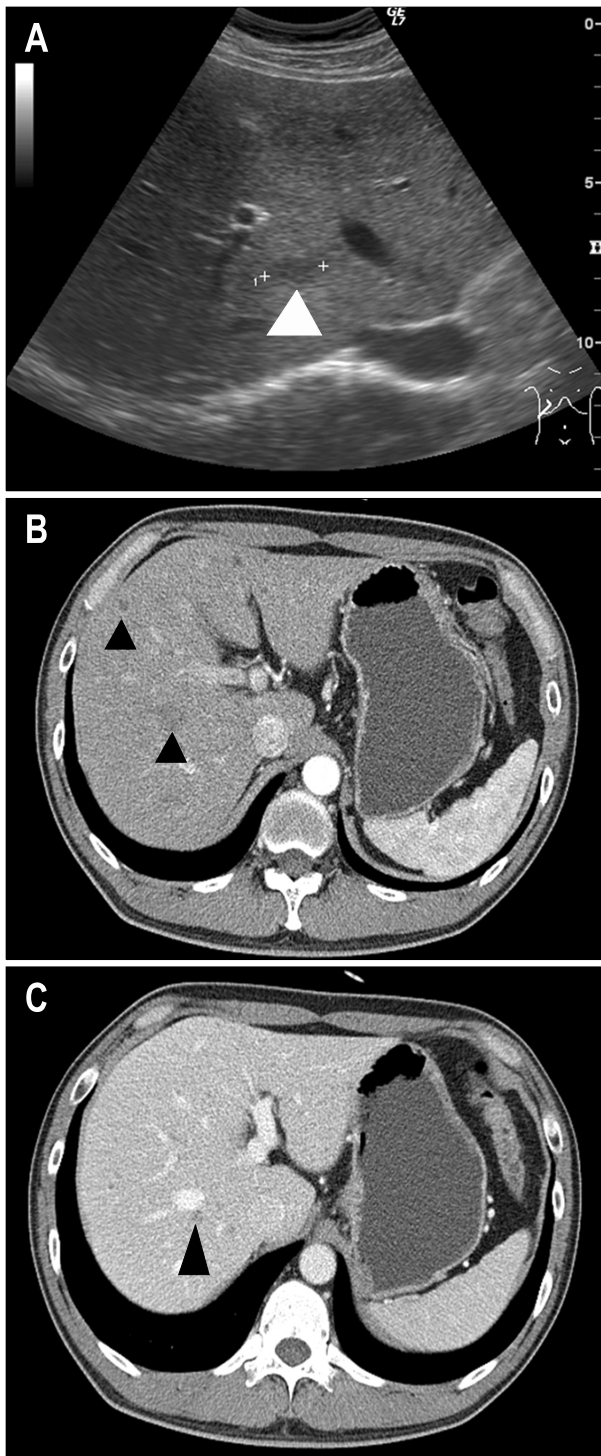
Liver ultrasonography showed 0.6×1.8 cm sized hypoechoic lesion at S7, which suggested metastatic lesion (A, arrow head). Dynamic enhanced abdominal CT showed multiple low density nodules and slightly marginal enhanced scattered lesions during arterial phase (B, arrowhead). In portal phase, low density lesions with irregular margin were also found (C, narrow arrow head).
